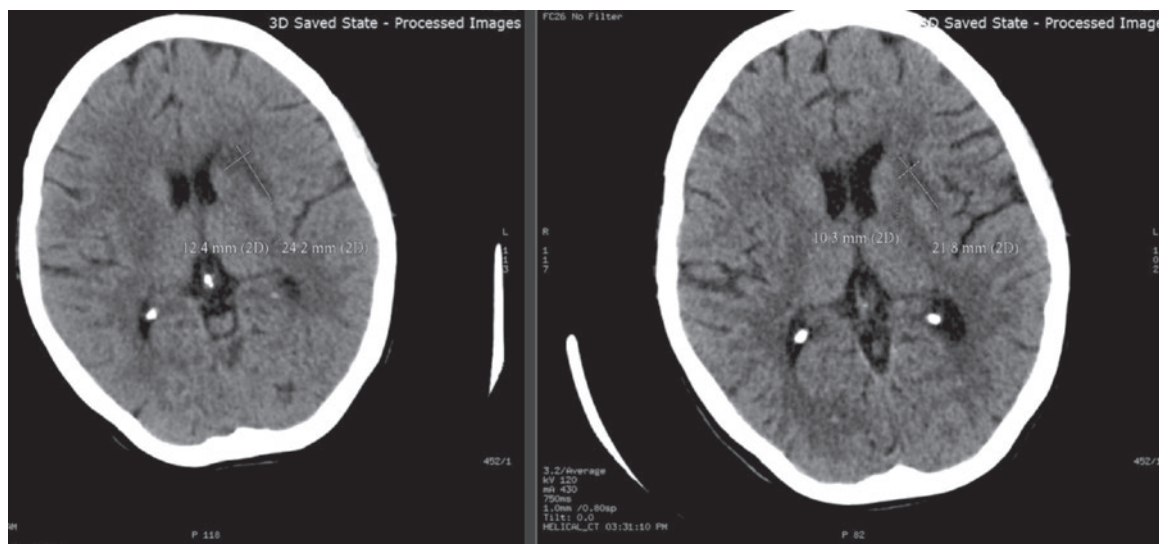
Динамика размеров ишемического очага в подкорковой области слева по данным компьютерной томограммы головного мозга (от 15.12.2023 и 25.12.2023). На сканах указаны размеры очага
